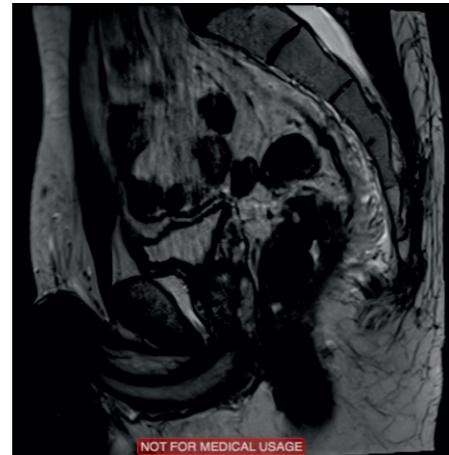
МРТ малого таза после предоперационной химиолучевой терапии.
